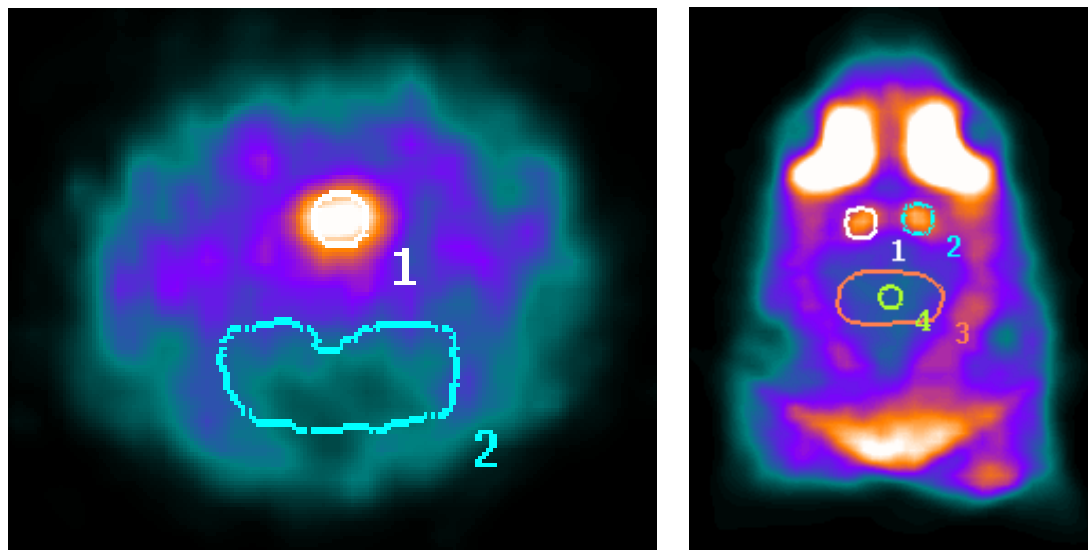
(links): Transversale SPECT-Aufnahme des Rattengehirns nach Applikation von [^{123}I]-ADAM. Mesencephalon (1) und Cerebellum (2)
